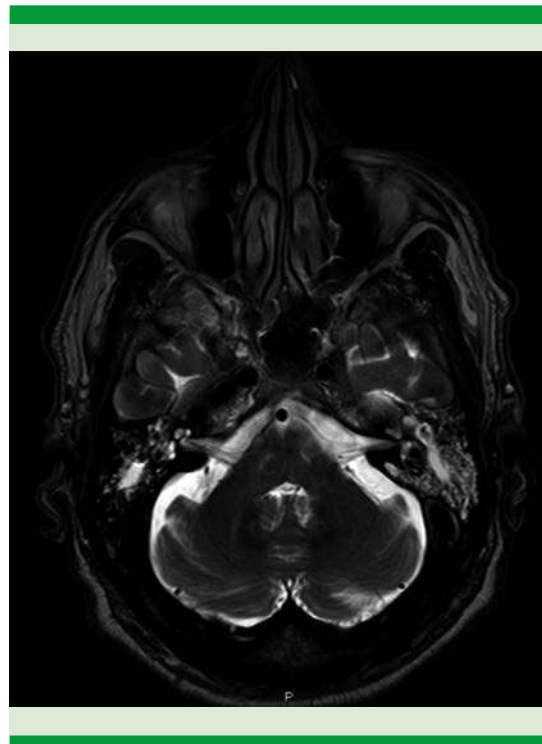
Resonancia magnética en corte axial, en secuencia T2, que muestra ocupación bilateral de las celdillas mastoideas con predominio izquierdo, en relación con otomastoiditis.
